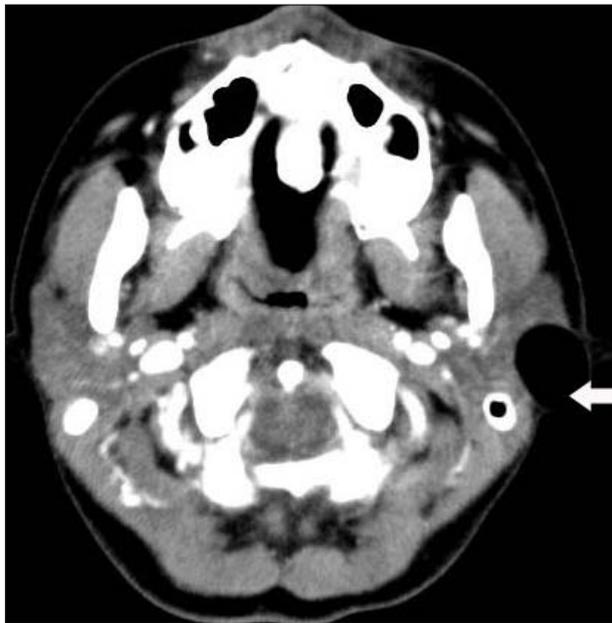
Axial image of contrast enhanced CT scanning shows 2.2 × 1.7cm sized, low attenuated lesion (arrow) in the superficial lobe of left parotid gland.
